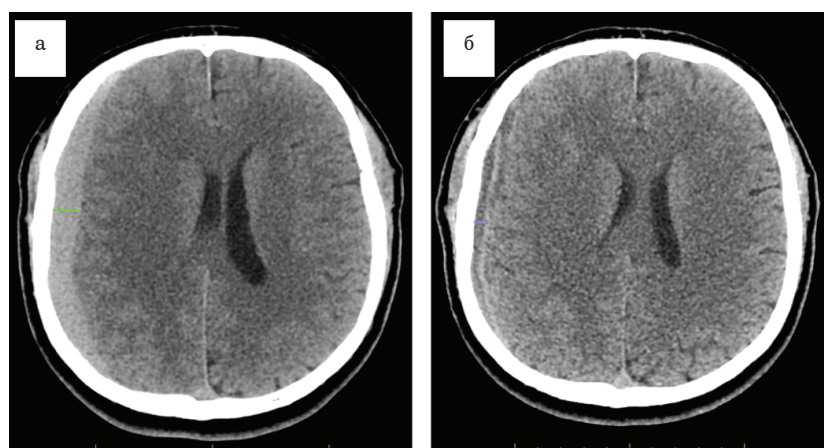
Компьютерная томография головного мозга: *а* – до эмболизации; *б* – через 1 месяц после эмболизации
